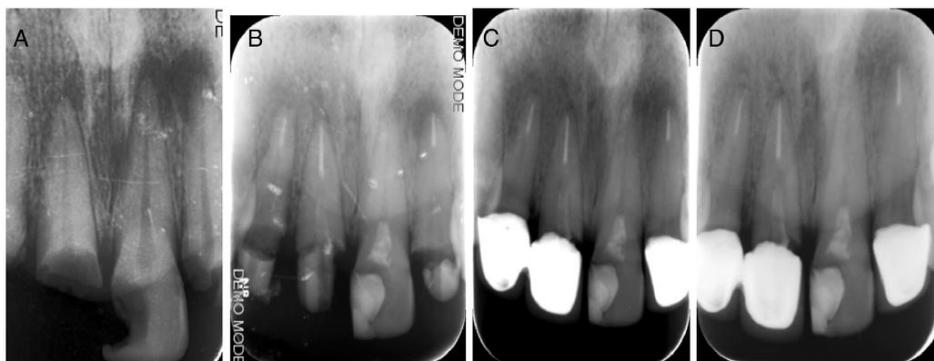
radiografía inicial de OD 21 con presencia de caries profunda (A), radiografías de control a los 3 meses (B), a los 9 meses (C) y a los 12 meses (D).⁽³³⁾
